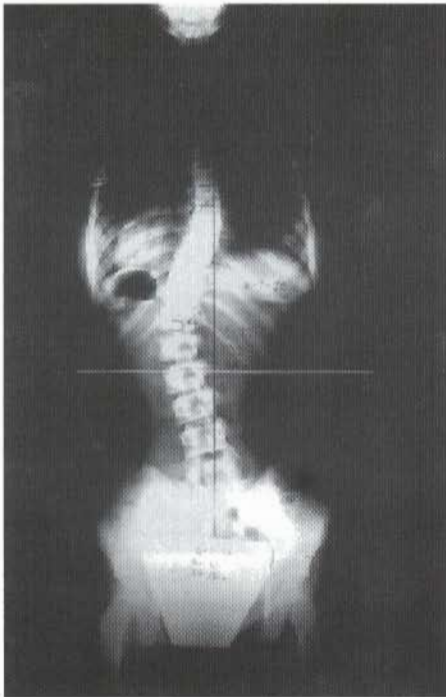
Röntgenaufnahme einer skoliothisch veränderten Wirbelsäule zu deren Behandlung eine Milwaukee-Orthese eingesetzt wurde.
